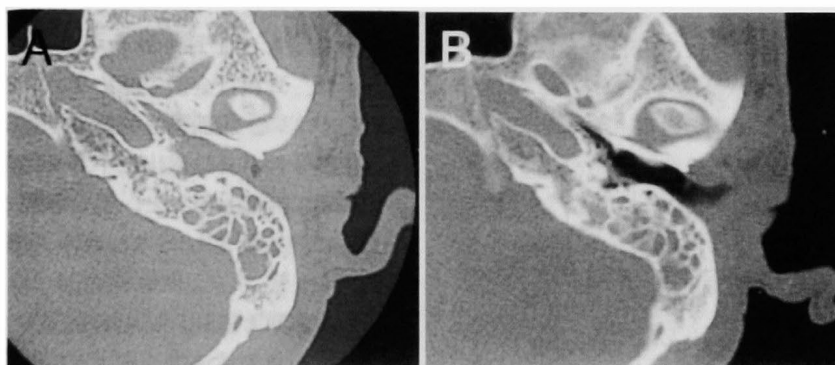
症例7の治療前(A)および治療後(B)の側頭骨CT所見
